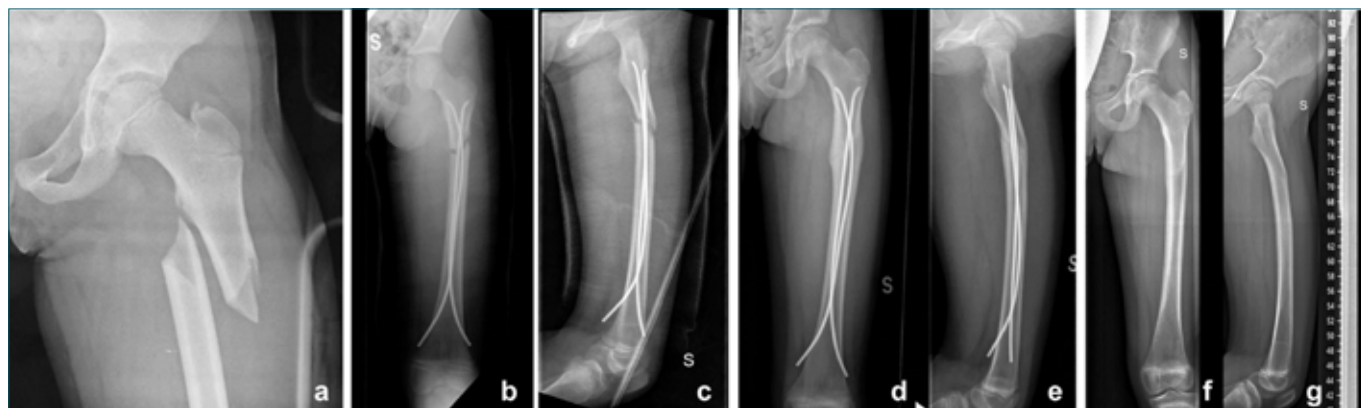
Bambina di 8 anni con una EPFF scomposta (a). Controllo radiografico dopo riduzione incruenta e fissazione mediante Inchioldamento Endomidollare Elastico Stabile (ESIN) (b,c). Radiografie di controllo a consolidazione ottenuta (d, e) e dopo la rimozione dei mezzi di sintesi (f, g).
